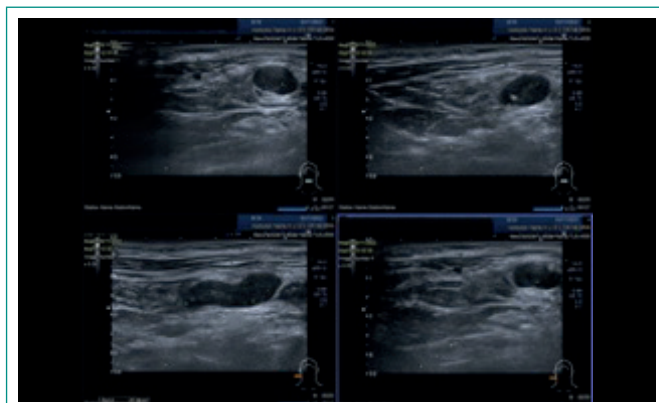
Ecografía cervical de territorio ganglionar latero-cervical derecho. Lesión tumoral pericarotídeo y adenopatías en territorios cérvico-ganglionares IV y Vb.
